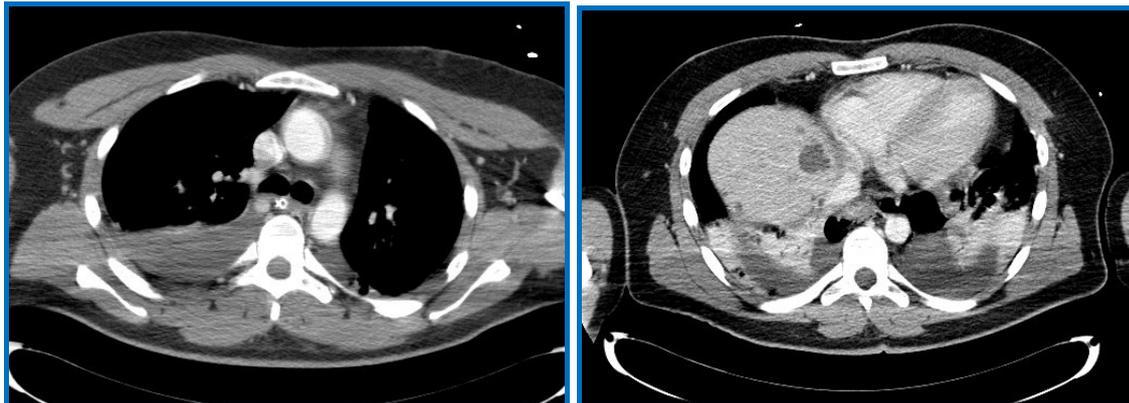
TAC. Derrame pleural bilateral de moderada cuantía (izquierda). Imagen sugestiva de solución de continuidad de la pared esofágica sugestiva de rotura junto con opacidades pulmonares que sugieren aspiración (derecha).
